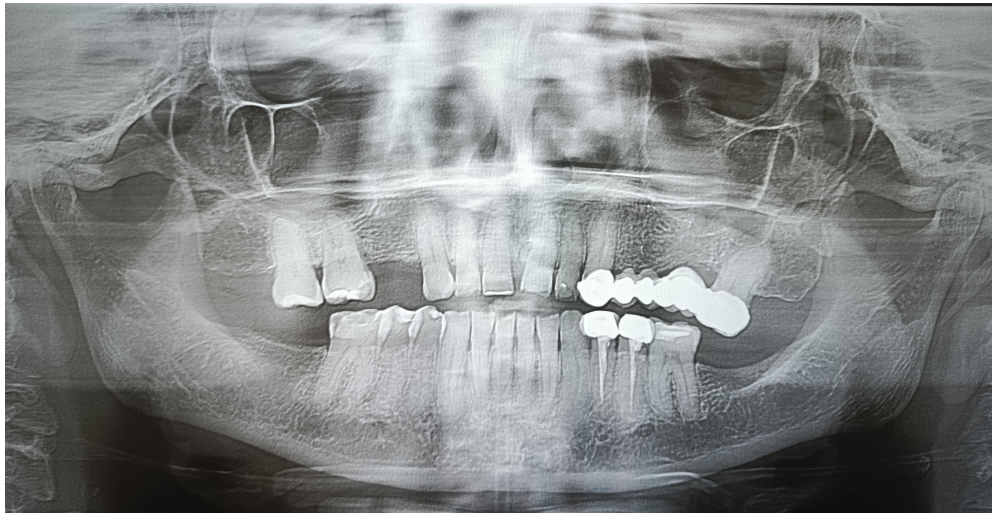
Radiografía panorámica del estado inicial del paciente.
